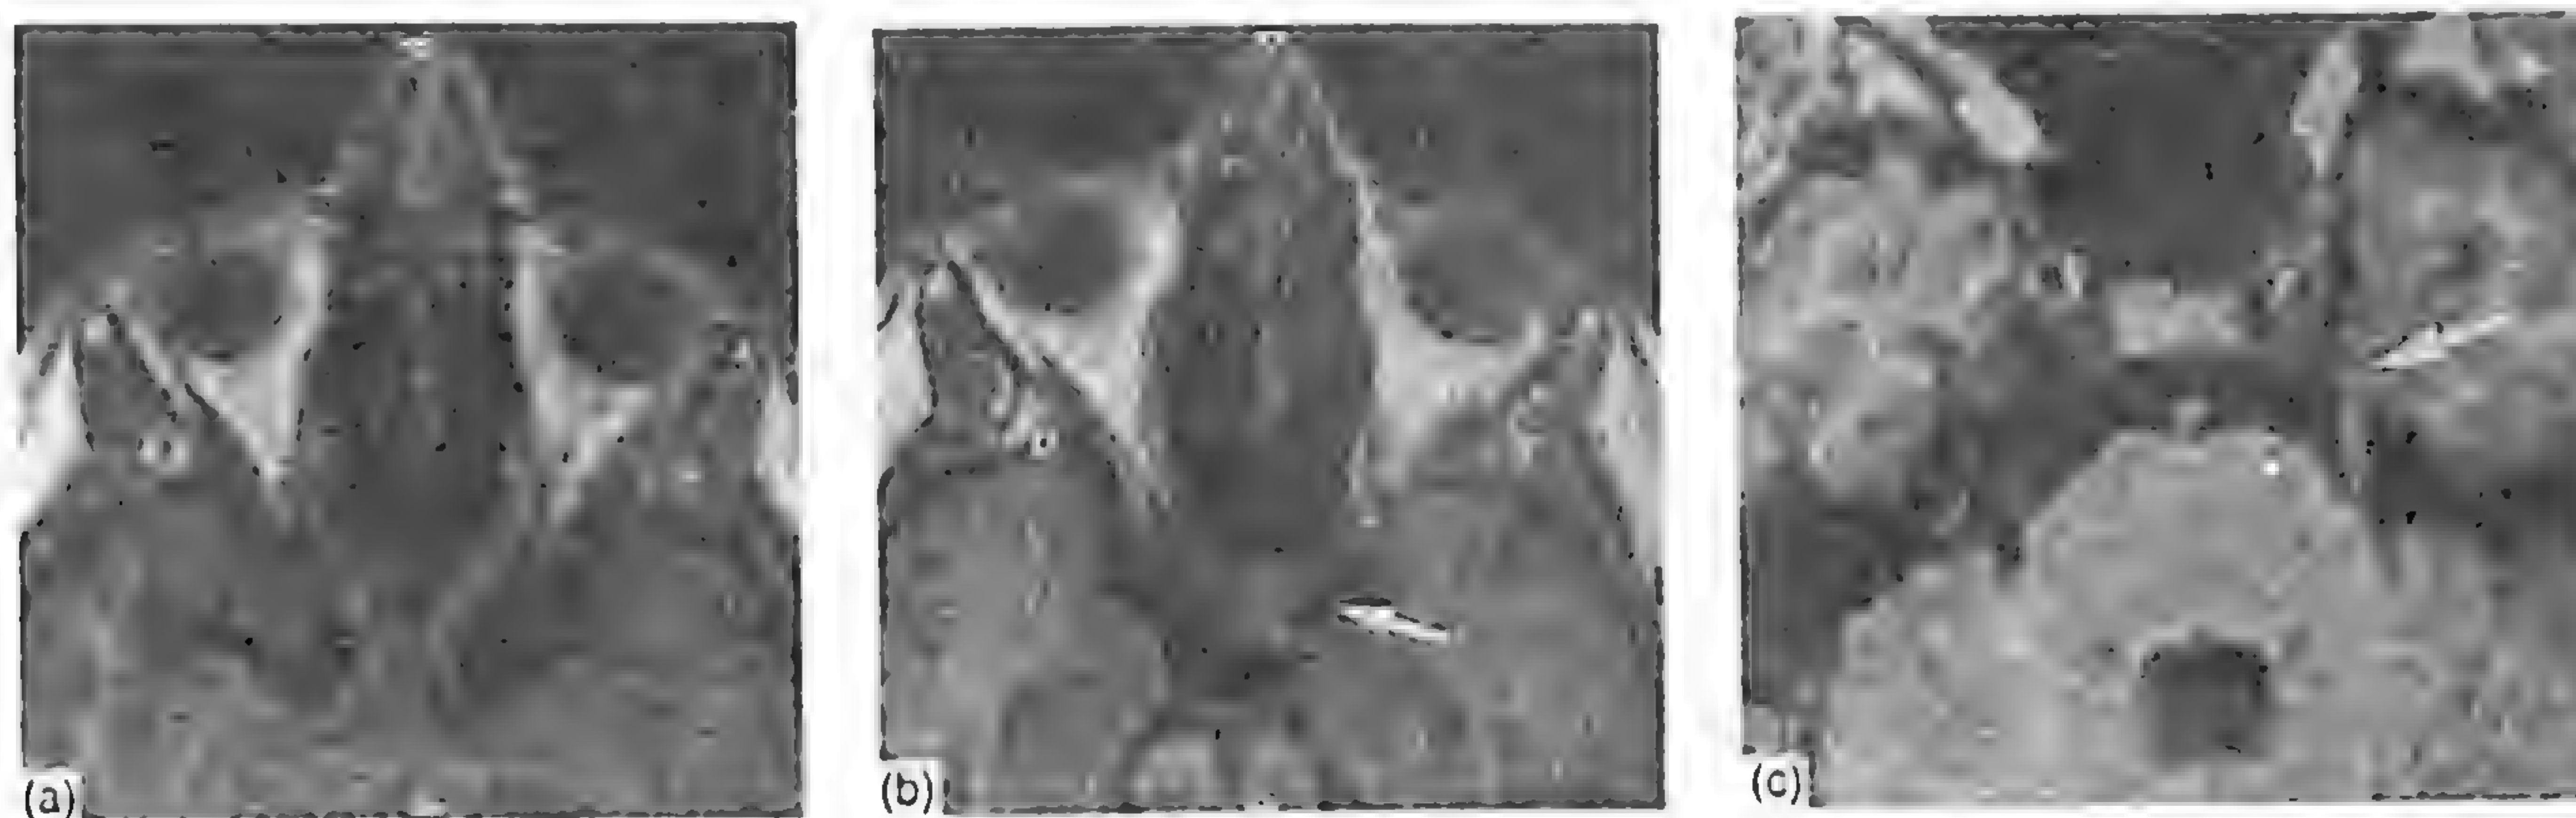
Imagini RMN tridimensionale prin trunchiul cerebral la un subiect normal. Schimbarea unghiului planului de reconstrucție permite vizualizarea (a) nervilor și chiasmei optice, (b) a nervului oculomotor comun (săgeată) și (c) a nervului și ganglionului trigeminal (săgeată).
